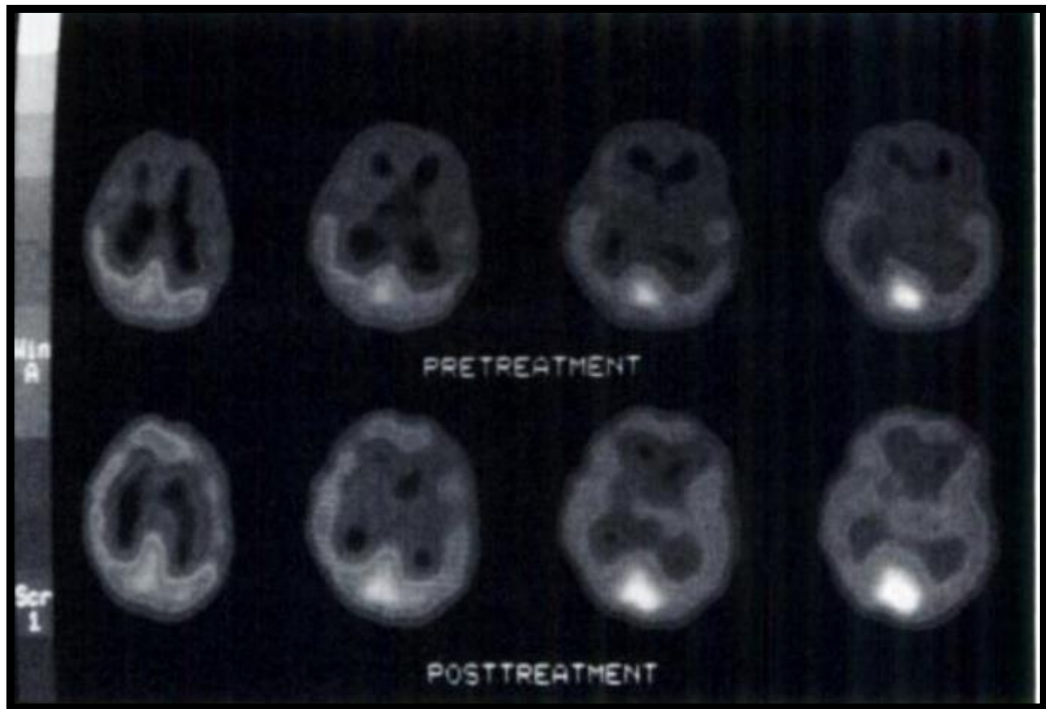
SPECT cerebral pretratamiento de AN con hipoperfusión fronto parietal, parietal y temporal izquierdo. Imagen post tratamiento con restablecimiento de la perfusión cerebral. Tomado de: <https://jnm.snmjournals.org/content/jnumed/39/2/304.full.pdf>
